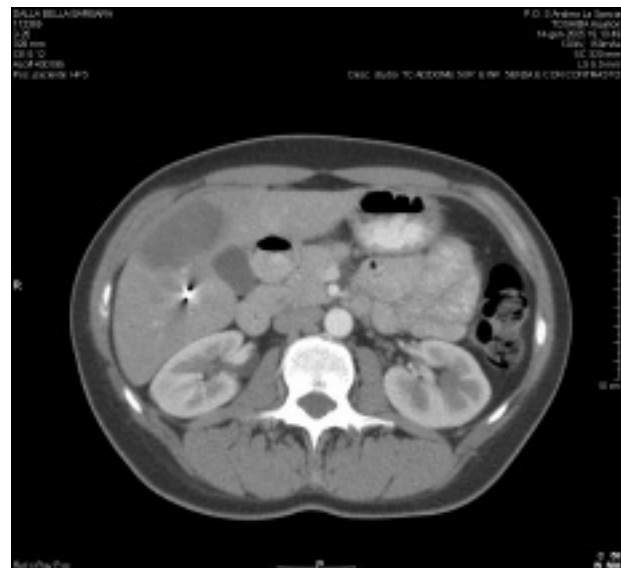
TC addominale a 90 giorni dall'embolizzazione.
